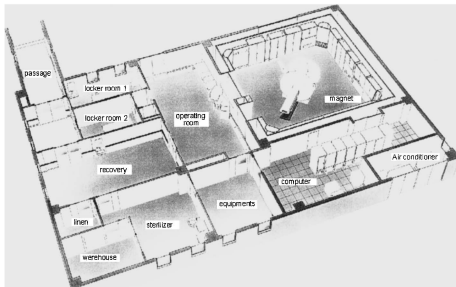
Layout of the new building for interventional MRI with Signa SP/i
